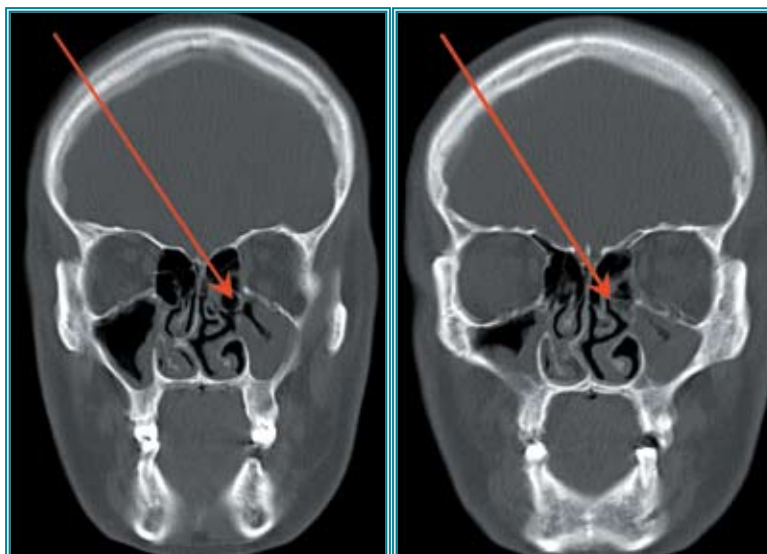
КТ пациента с острым РС и функционирующим соустьем (указано стрелкой)
